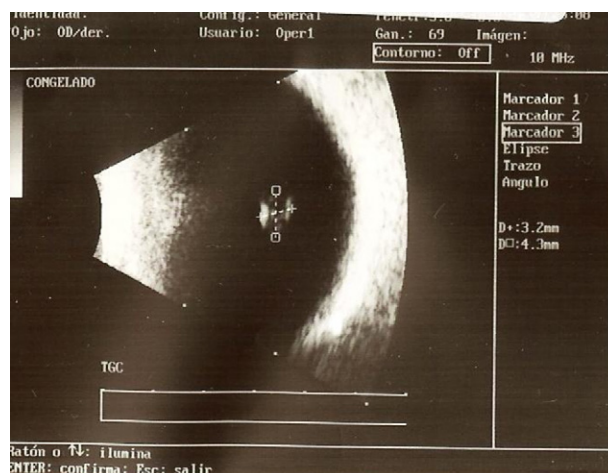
Ecografía en modo B que muestra el tamaño del quiste, 3,2 x 4,3 mm, con imagen hipocóica en el interior del mismo.
